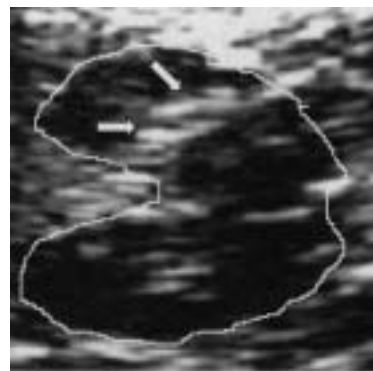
Sonografische Darstellung der Substantia nigra
